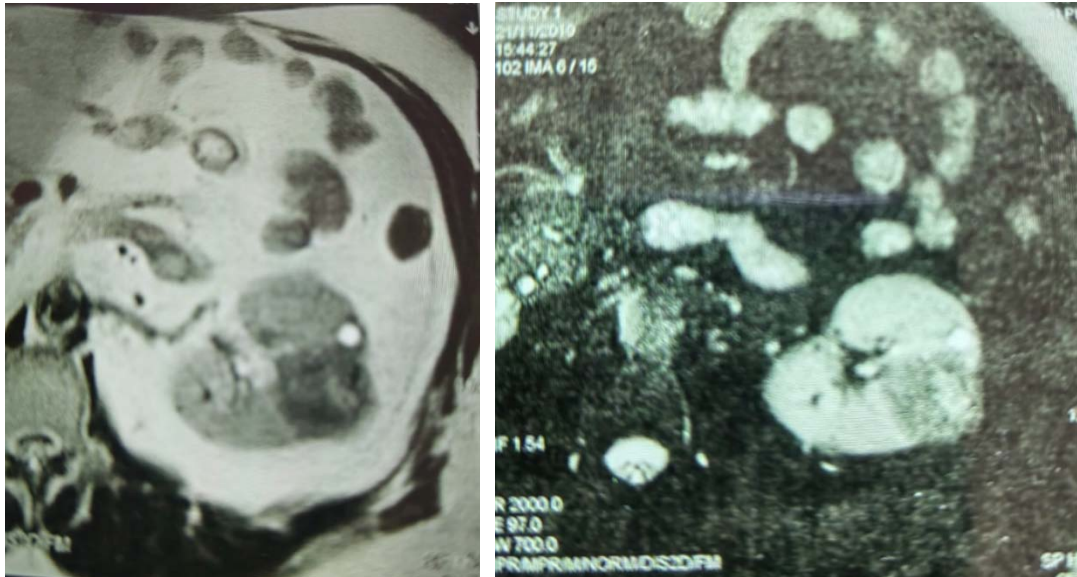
IRM rénale :Lésion tissulaire médiorénale gauche corticale bien limitée en hypo T1 (a) et T2 (b) mesurant 41x37mm suspecte.
